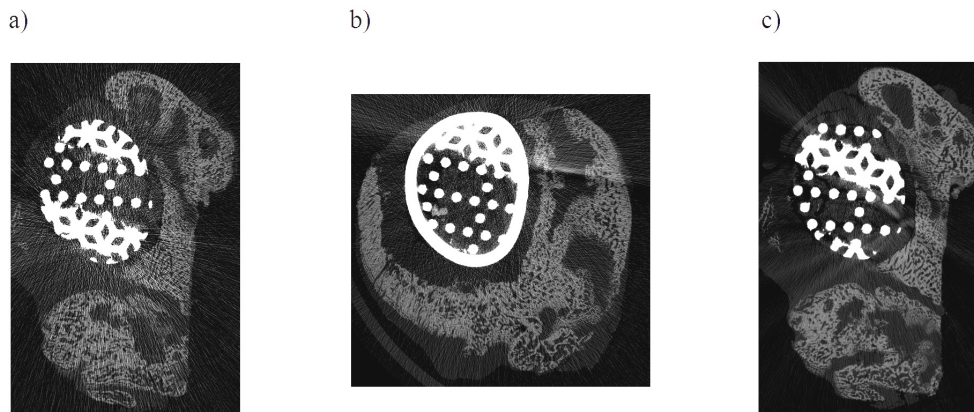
Coupes issues d'un μ CT : temps d'intégration de a) 150 ms, b) 800 ms et c) 1500 ms.
